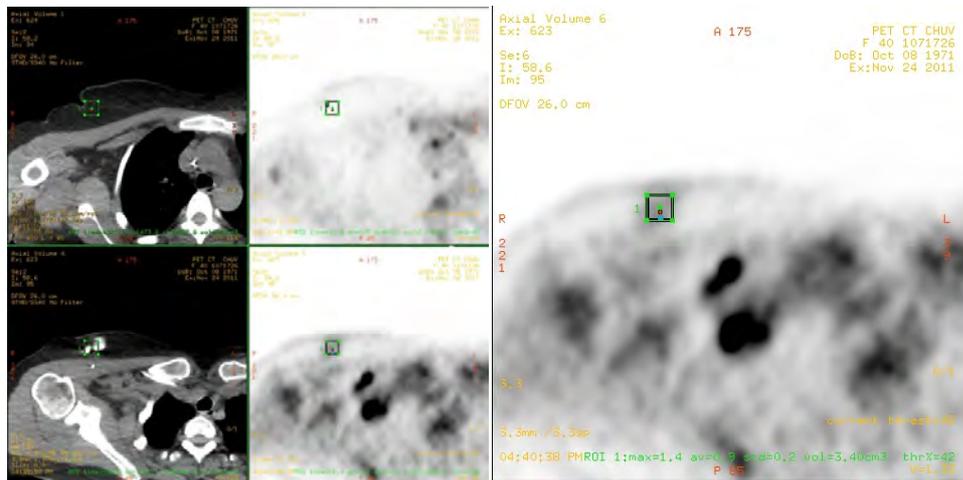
Coups transverse des images PET et CT au niveau du boîtier du cathéter.
